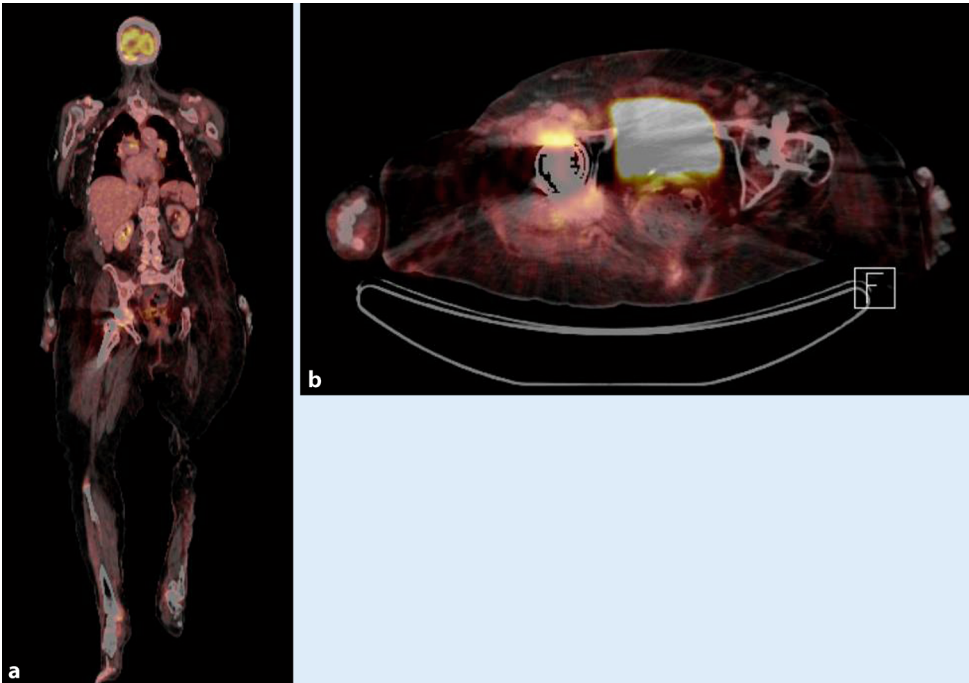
▲ Fluorodeoxyglucose-Positronenemissionscomputertomographie einer septischen Hüfttotalendoprothesen-Lockerung: a frontaler Schnitt, b axialer Schnitt
